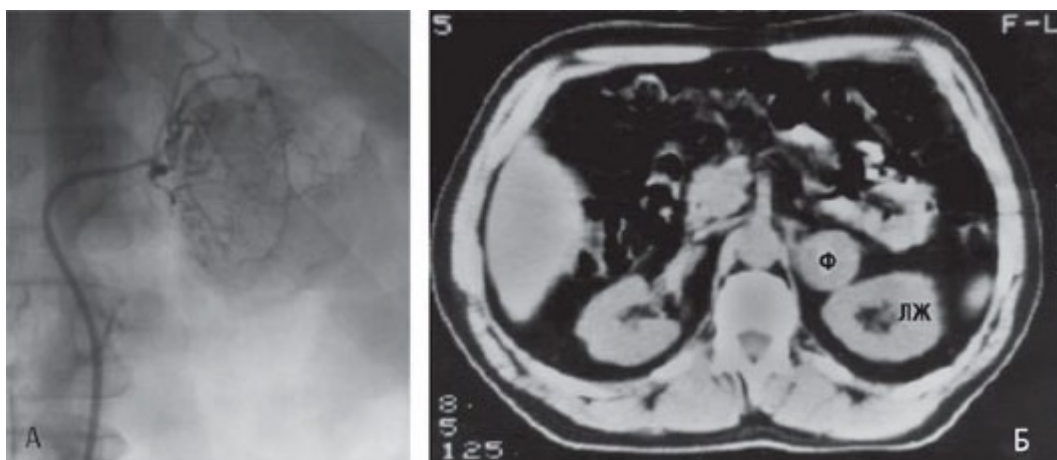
Гормонпродуцирующая опухоль показана на артериограмме (А) и компьютерной томограмме (Б). ЛП - левая почка, Ф - феохромоцитома.
